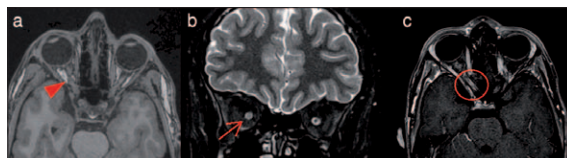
MRI of the orbits; axial T1-weighted (a), coronal T2-weighted (b) and axial post-contrast T1-weighted images showing swelling (red arrowhead), high T2 signal (red arrow) and contrast-enhancement (red circle) of the right optic nerve.
